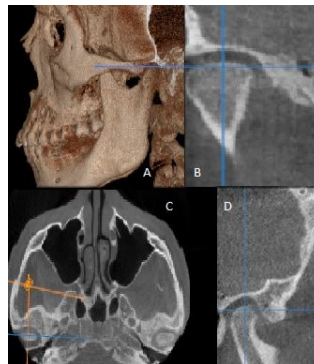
TAC, A: Imagen 3D, B: Corte frontal, C: Corte coronal, D: Corte sagital. (Fuente propia).
